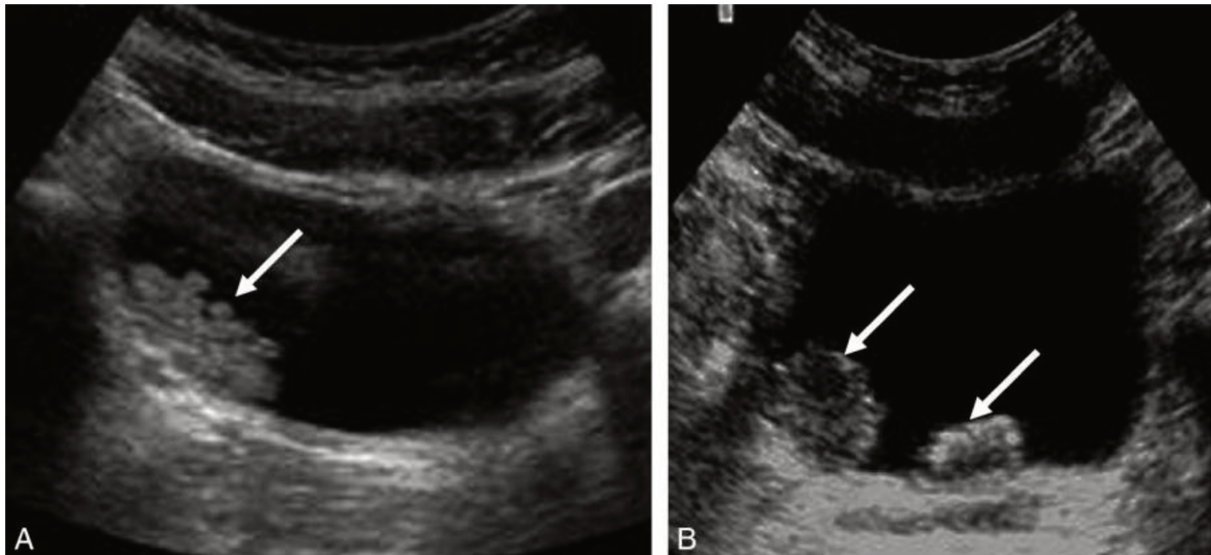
Échographie vésicale chez deux patients différents, mettant en évidence des masses échogènes pariétalisées, suspectes de néoplasie vésicale (37)
